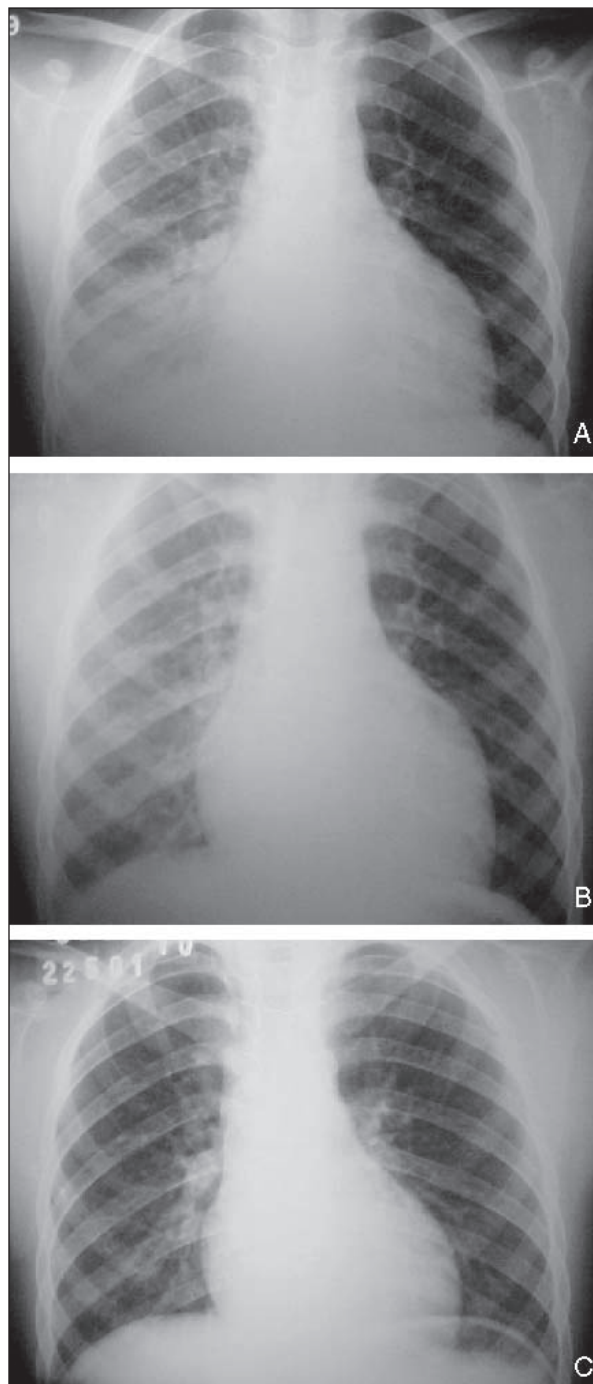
A: radiografia de tórax em PA inicial: revela cardiomegalia, sinais importantes de hipertensão venosa pulmonar (incluindo edemas intersticial e alveolar) e derrame pleural à direita. B: radiografia realizada no dia seguinte, após início do tratamento clínico: melhora significativa dos sinais de congestão pulmonar. C: radiografia realizada um mês após a ablação da taquicardia: dentro dos limites da normalidade.
